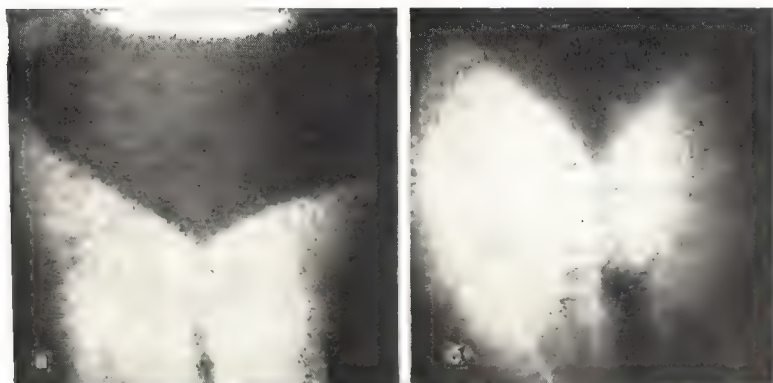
Рентгенокинематограмма.
